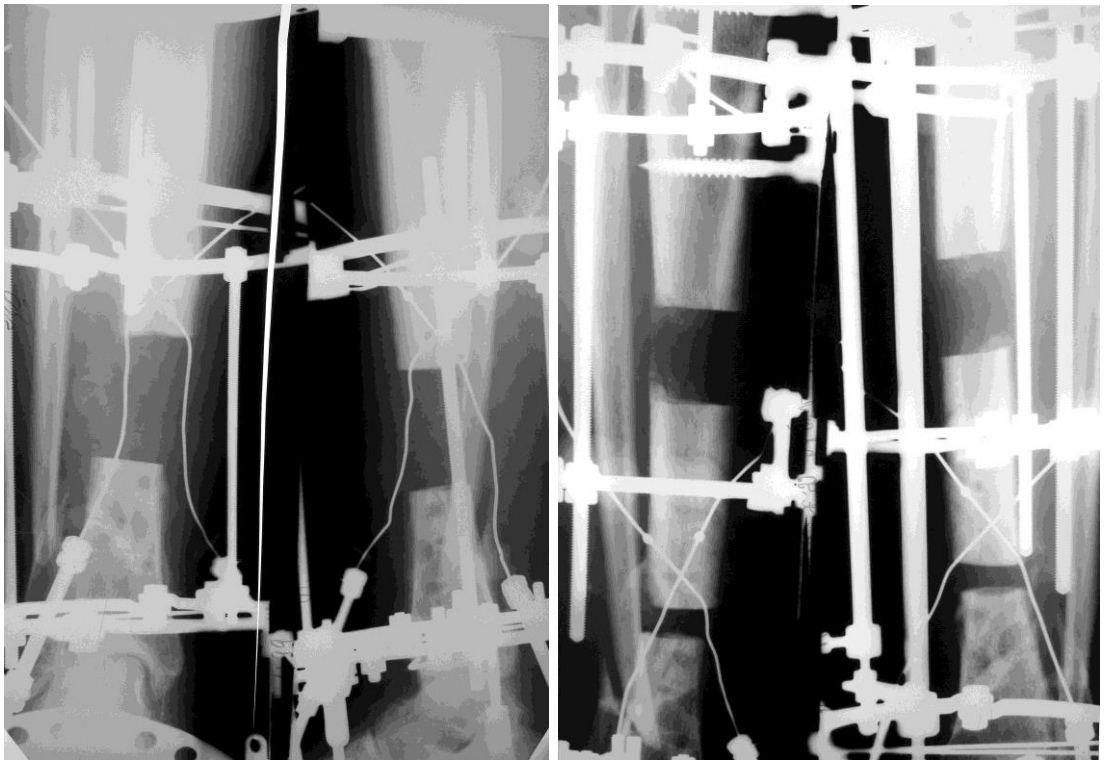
Фото рентгенограм. Етапи лікування атрофічного хибного суглобу великогомілкової кістки на фоні ГГЦ та мутації 786-CC eNOS+677-ТТ MTHFR: а) до лікування; б) через 2,5 міс. після розширеної резекції зони хибного суглобу, білокального ДО апаратом Ілізарова; в) етап заміщення через 4,5 міс. після операції; г) етап фіксації та мінералізації дистракційного регенерату через 8 міс. після операції; д) через 13 міс. після операції; е) через 24 міс. після операції.
